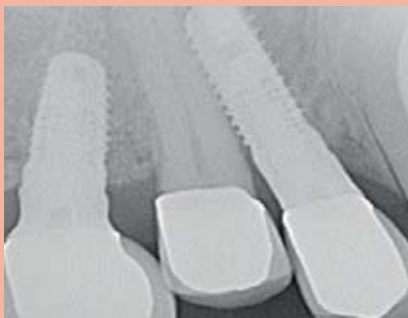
Röntgenkontrollaufnahme mit intrudiertem Zahn 25
